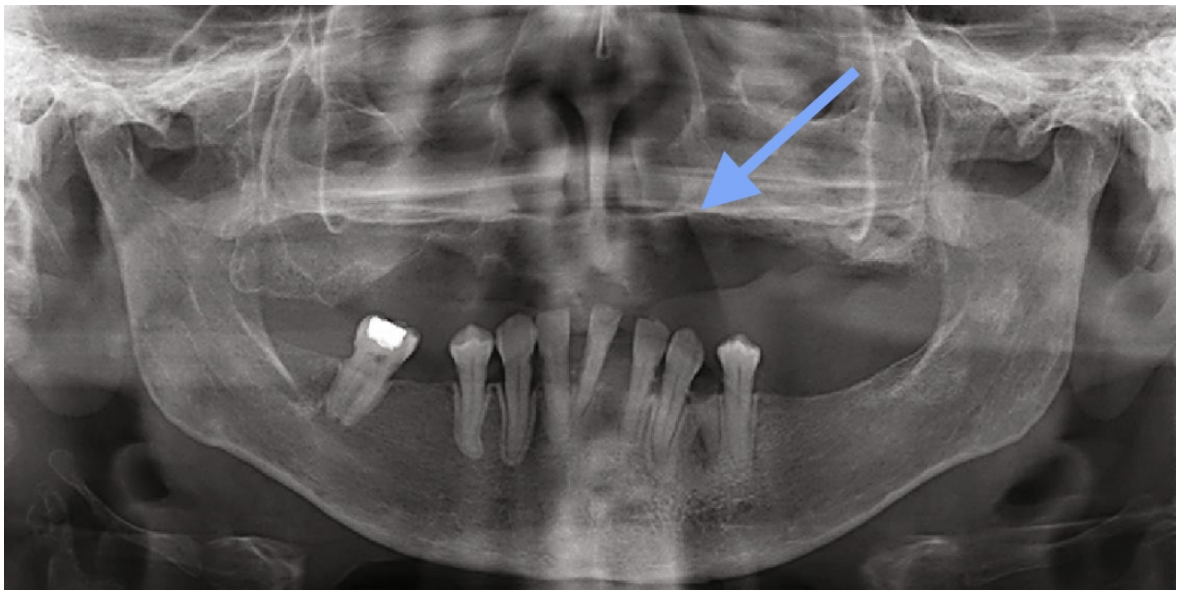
cliché radiographique de l'ostonécrose de stade 3 de la figure 15 (52).
